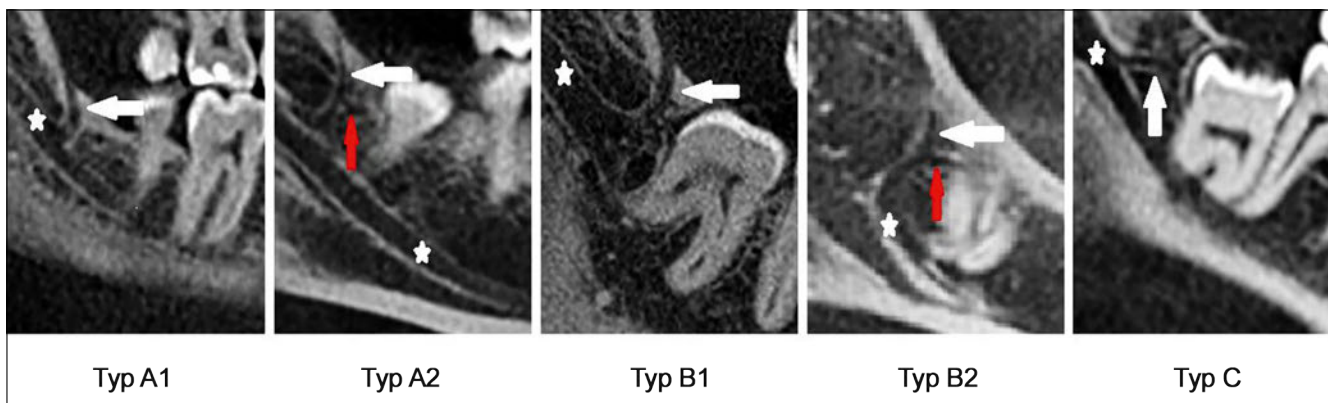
Beispiele für die verschiedenen Typen des retromolaren Kanals (RMK) in der digitalen Volumentomografie (sagittale Schnittebene): Typ A1 (vertikaler Verlauf); Typ A2 (vertikaler Verlauf mit horizontalem Ast); Typ B1 (gebogener Verlauf); Typ B2 (gebogener Verlauf mit horizontalem Ast); Typ C (horizontaler Verlauf); weisser Pfeil: RMK; roter Pfeil: horizontaler Ast; Stern: Mandibularkanal (MK)
